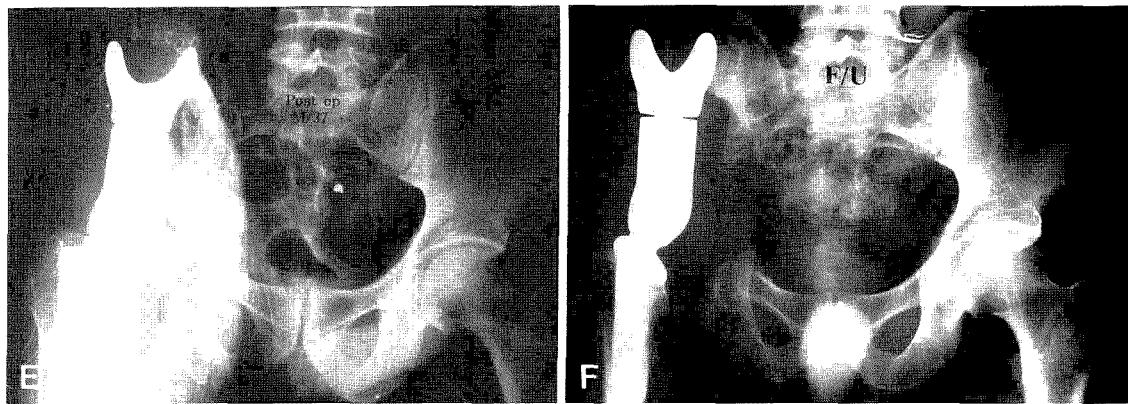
E. Immediate post operative radiograph showing implanted prosthesis
